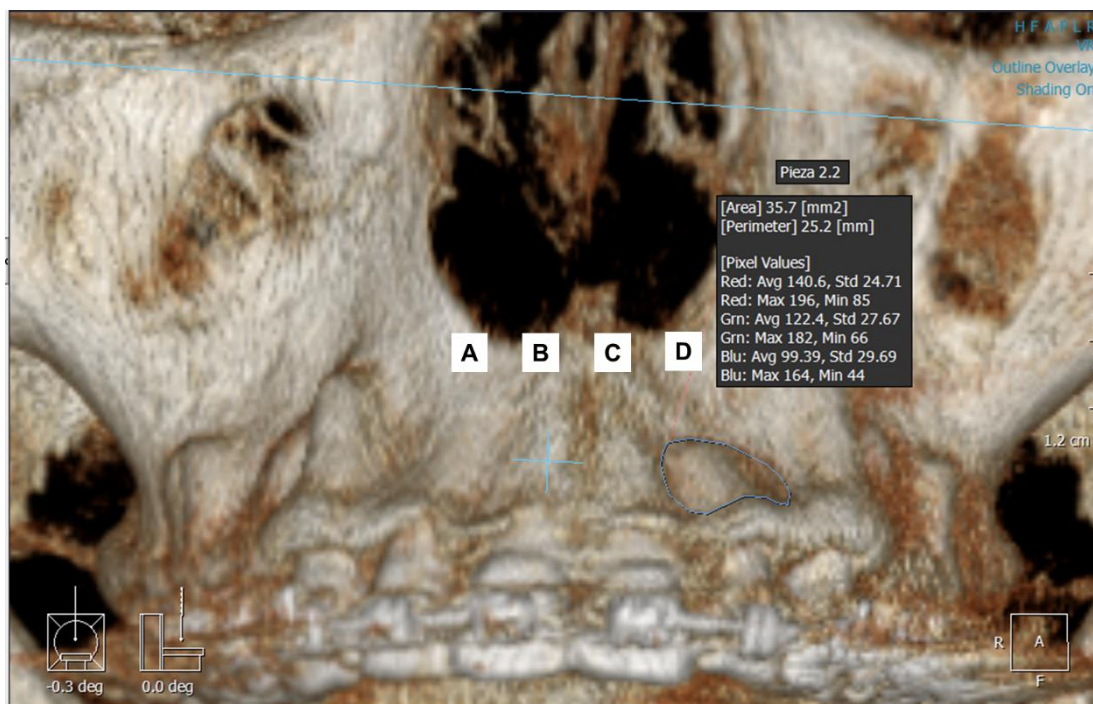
Tomografía Cone Beam – Vista frontal - área de fenestraciones: A.B. y C. No evidencian fenestraciones. D. Pieza 2.2: 35.7mm²
